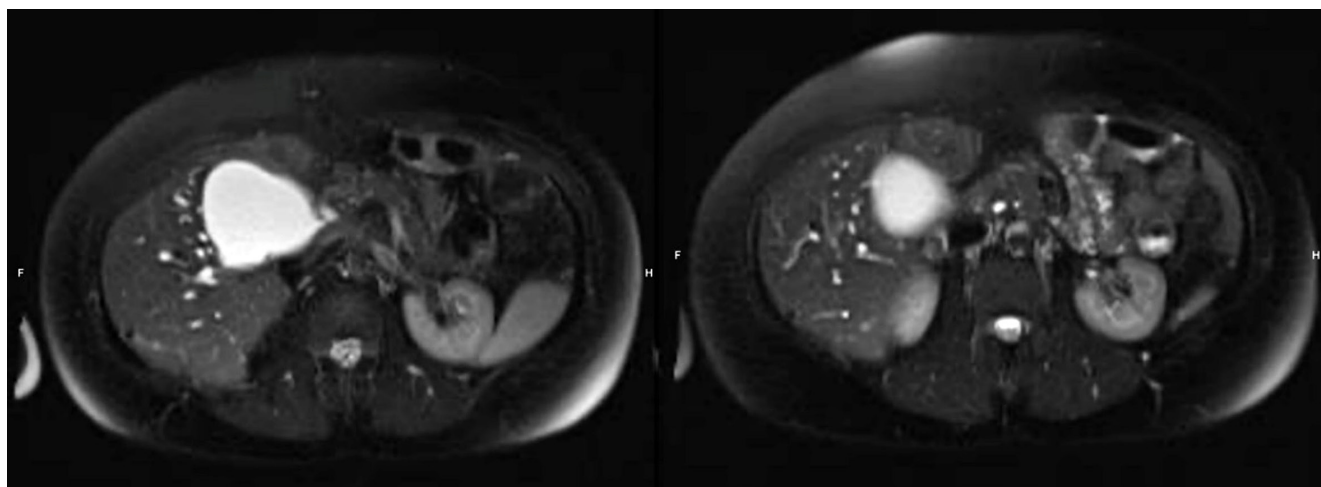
Colangiorresonancia con evidencia de quiste hepático gigante con múltiples quistes y colecciones hepáticas. Imágenes propiedad de los autores.
